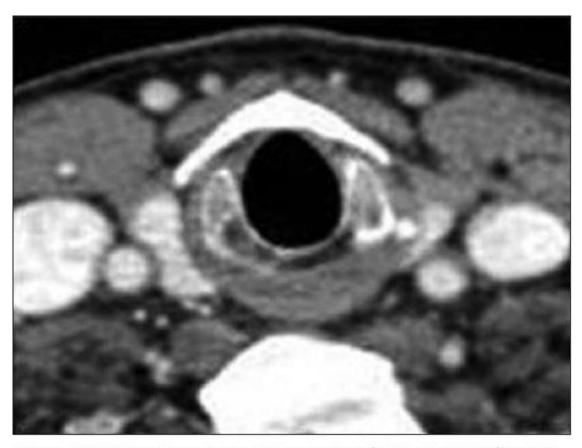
Normal anatomy of larynx on axial contrast CT images – subglottis. Axial section through the subglottis shows the cricoid ring
